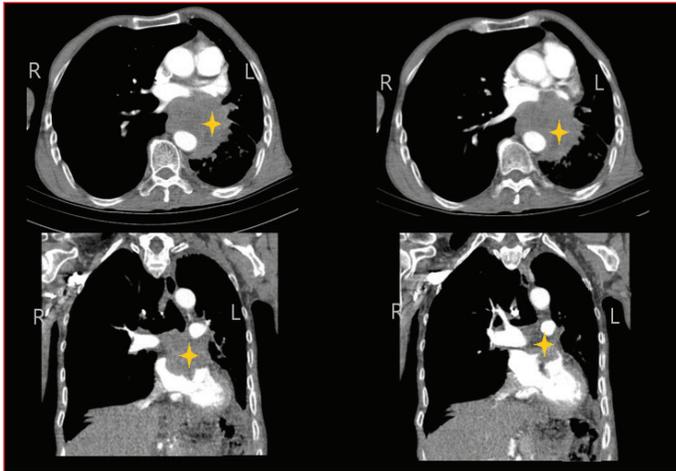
Contrast-enhanced computed tomography images: A contrast-enhanced computed tomography (CT) scan revealed the presence of an intra-atrial mass extending to the left atrium through the left pulmonary veins. No masses were identified within the right pulmonary veins. The presence of the yellow mark indicates a mass.
